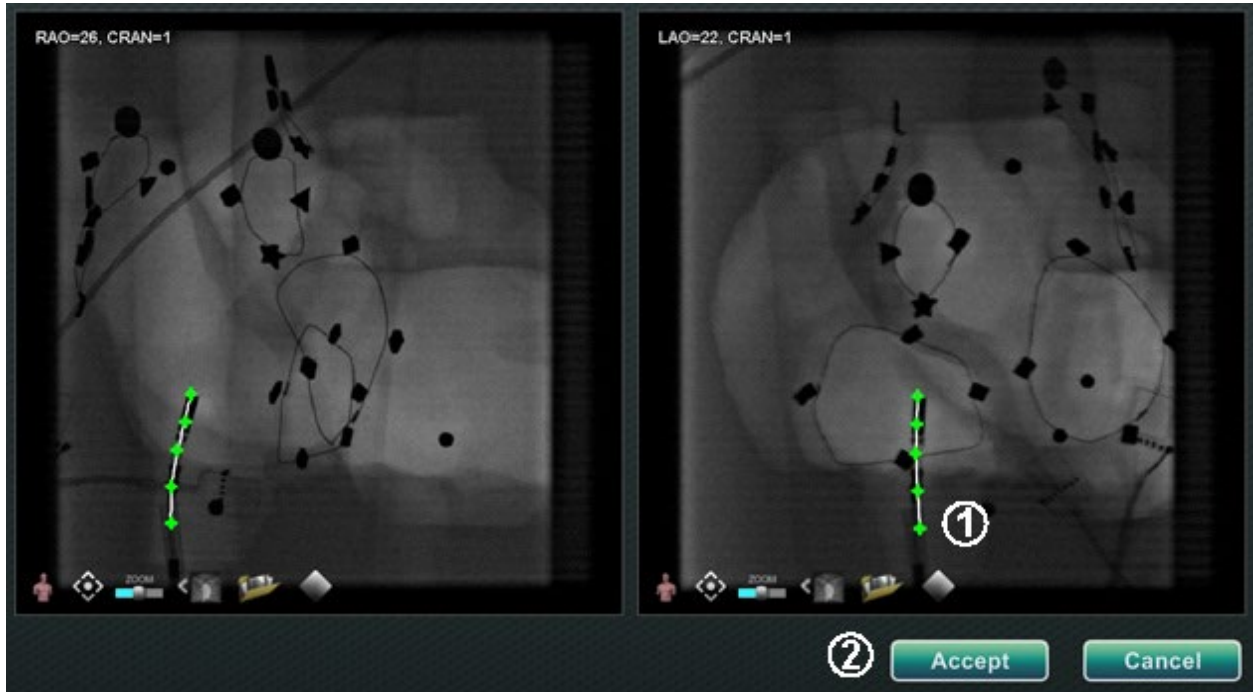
Röntgenkuva B:n merkintä *Navigant*-näytöllä
